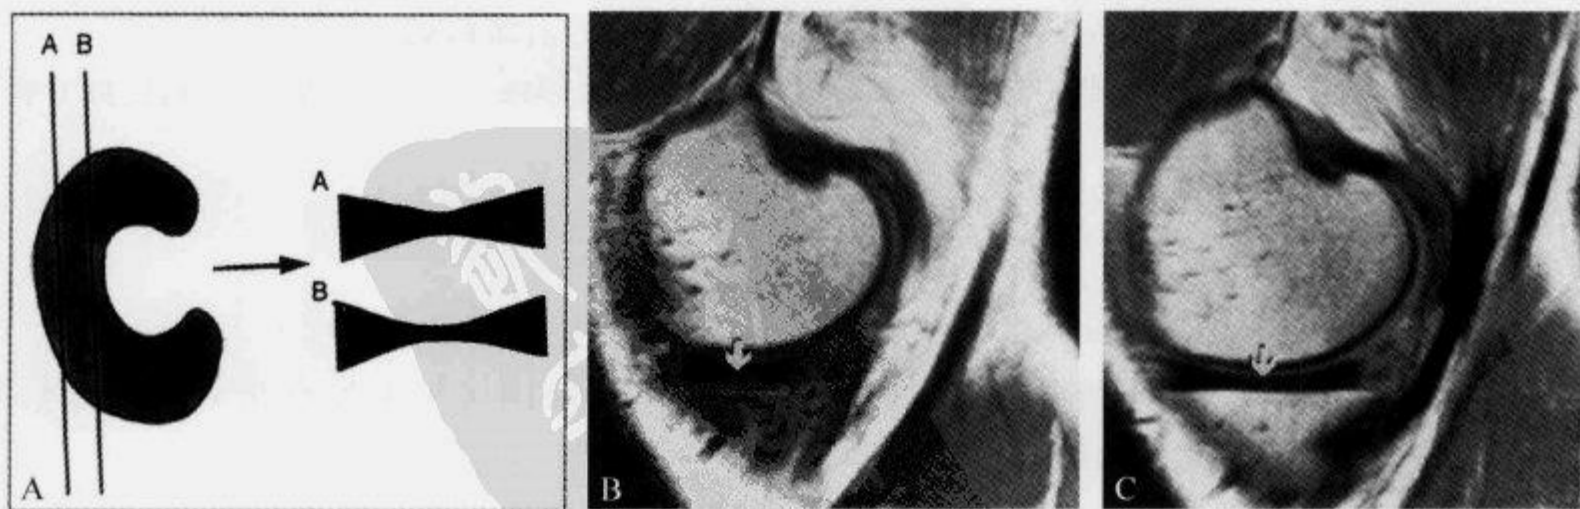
矢状位 MRI 示正常半月板的“领结征”
